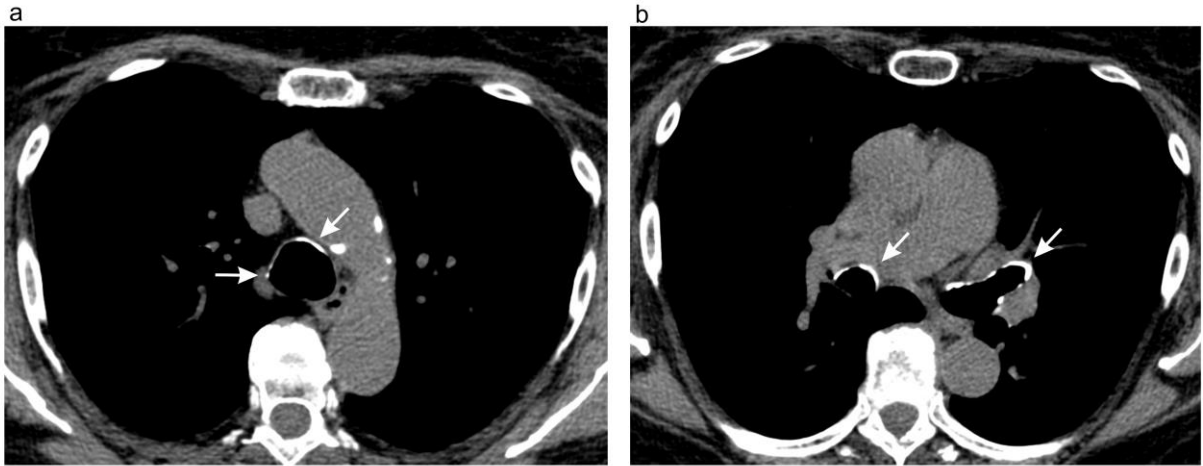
Airway calcification in a 49-year-old woman with acromegaly who had an RV value of 120% of predicted and a Raw value of 2.95 cm H₂O/L/s. (a) Axial unenhanced CT scan (mediastinal window) shows tracheal calcifications (arrows). (b) Axial unenhanced CT scan (mediastinal window) shows bronchial calcifications (arrows).
